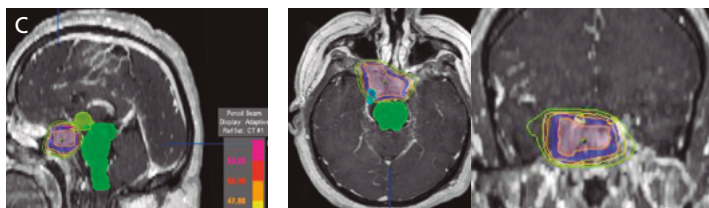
A. Resonancia magnética sagital, axial y coronal potenciada en T1 con gadolinio. Dosimetría de un tratamiento con RTEF. El tumor es pequeño pero está muy próximo al nervio óptico derecho. Acelerador lineal, múltiples campos conformados con micromultiláminas (50,4 Gy). Se evita el hipotálamo (malva), tronco (verde) y parte del quiasma (amarillo).
